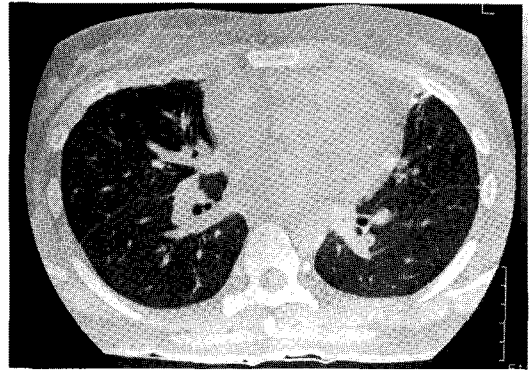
Follow up HR CT scan following bullectomy of left upper lobe bulla reveals nearly normal findings.
